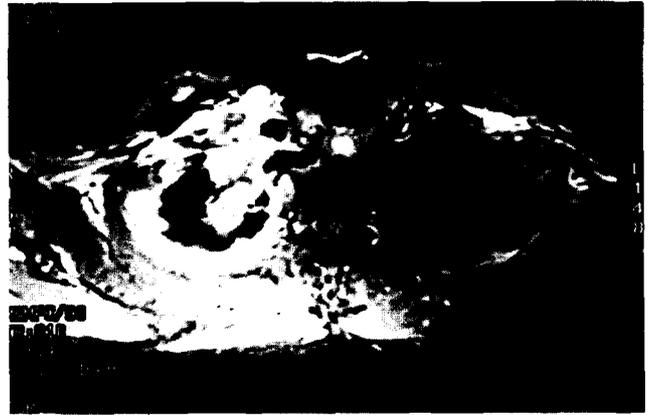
Preoperative chest MRI.
